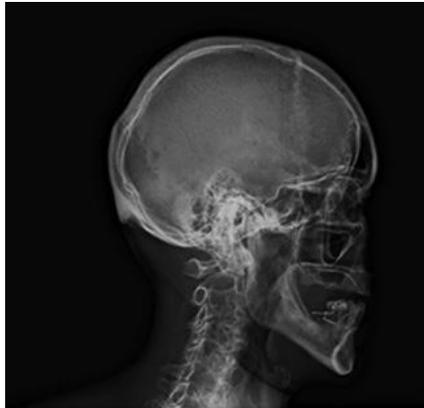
Radiografía de cráneo simple, en vista lateral.
